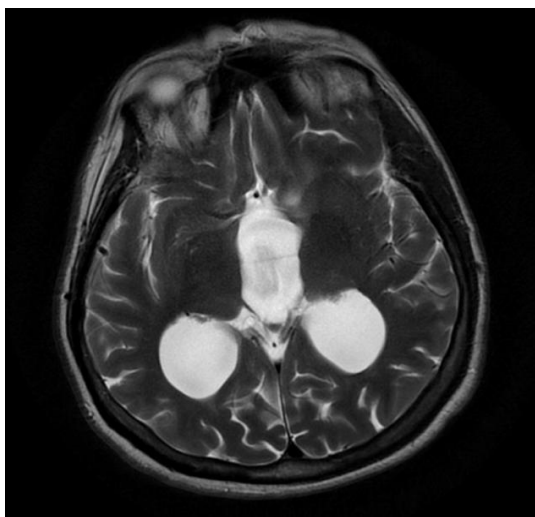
brain* CT Scan potongan axial, tampak dilatasi kedua ventrikel lateral¹⁵
